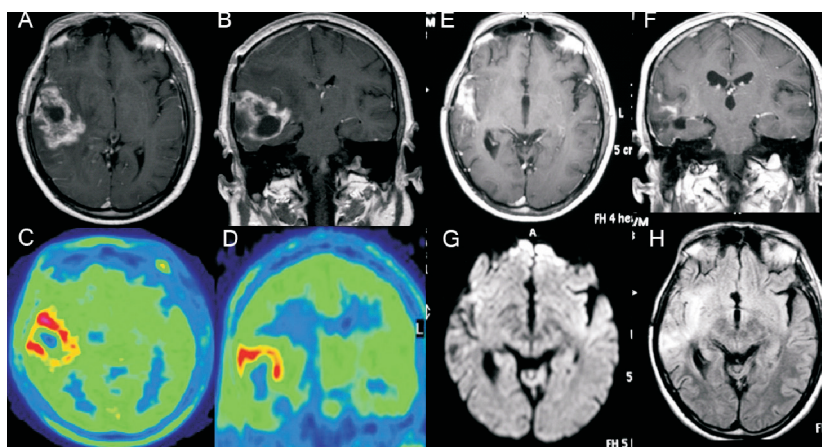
A-B. RM T1+Gd (axial y coronal) 5to. mes pos-tratamiento. Aumento de la lesión tumoral temporal derecha que muestra realce periférico y heterogéneo. C-D. ¹¹C-metionina PET/TC (axial y coronal). Hipercaptación periférica de la masa tumoral. E-F. RM T1+ Gd (axial y coronal). 11er. mes pos-tratamiento. Marcada disminución del volumen tumoral y efecto de masa. Nótese la reexpansión de la encrucijada. G. RM DWI. Sin restricción a la difusión en topografía lesional. H. RM FLAIR (axial). Hiperintensidad tèmpero-insular derecha, indiferenciable entre infiltración tumoral residual y efecto de la radioterapia.
